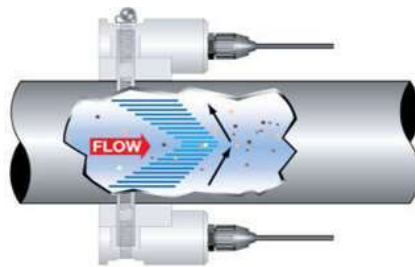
Medición de flujo a través de efecto Doppler ⁷⁰
